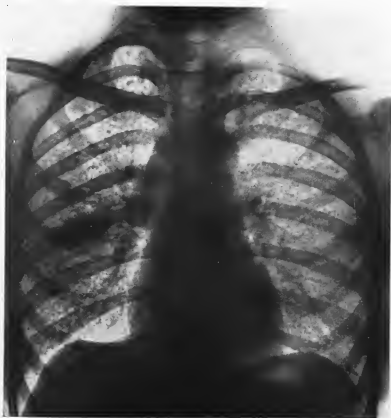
Image radiographique (4 mois après le début de l'affection).
